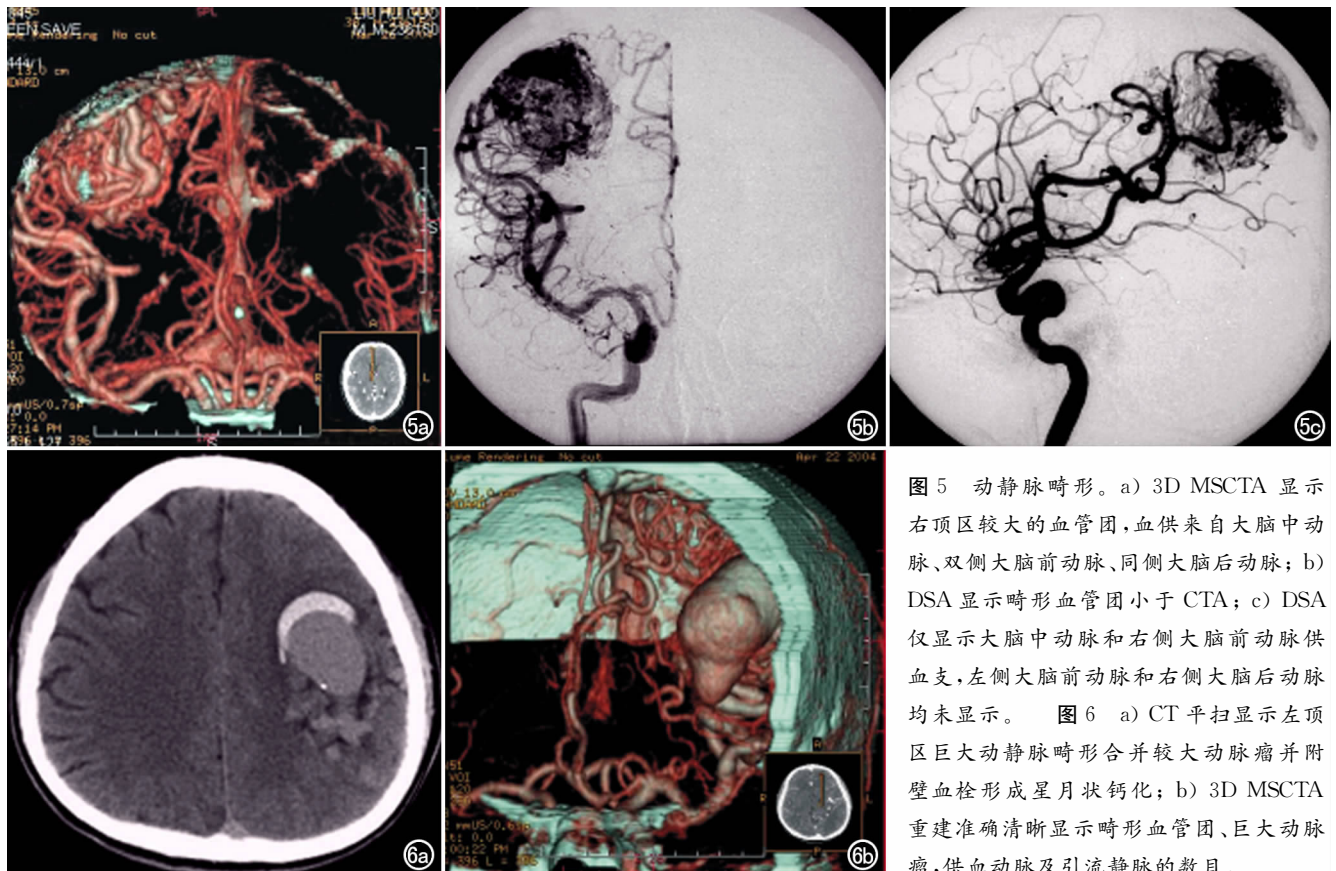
动静脉畸形。a) 3D MSCTA 显示右顶区较大的血管团,血供来自大脑中动脉、双侧大脑前动脉、同侧大脑后动脉; b) DSA 显示畸形血管团小于 CTA; c) DSA 仅显示大脑中动脉和右侧大脑前动脉供血支,左侧大脑前动脉和右侧大脑后动脉均未显示。图 6 a) CT 平扫显示左顶区巨大动静脉畸形合并较大动脉瘤并附壁血栓形成星月状钙化; b) 3D MSCTA 重建准确清晰显示畸形血管团、巨大动脉瘤,供血动脉及引流静脉的数目。
